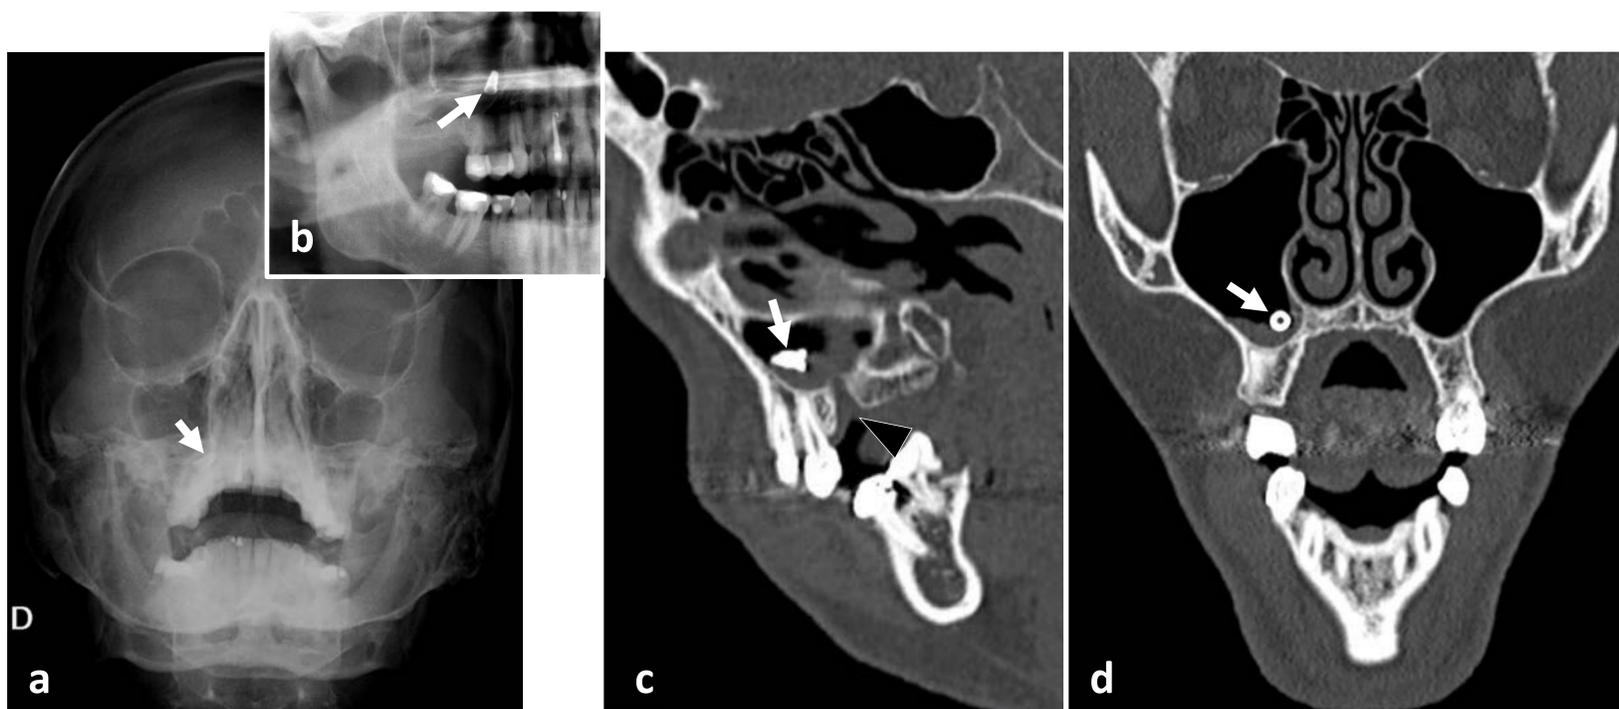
(a) RX de senos paranasales (proyección de Waters). (b) Detalle de ortopantomografía. (c, d) TC facial, ventana de hueso, sagital y coronal. Implante dental migrado al seno maxilar derecho (flecha). Asocia defecto óseo en el suelo de dicho seno en la región de pieza dental 16 ausente (punta de flecha).
